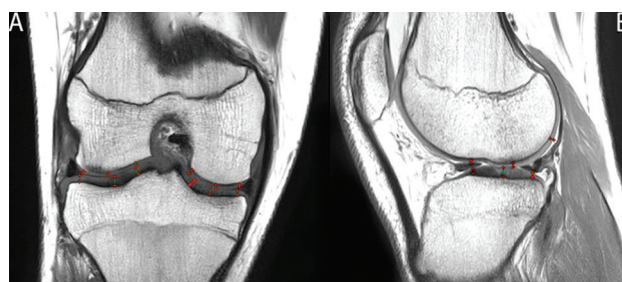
На МРТ-изображении (режим T1 SE) в коронарной проекции (А) показан метод измерения толщины хряща в трех точках на каждом мыщелке большеберцовой и бедренной костей. В сагиттальной проекции (В) показан пример измерения толщины хряща в трех точках на медиальных мыщелках большеберцовой и бедренной костей
